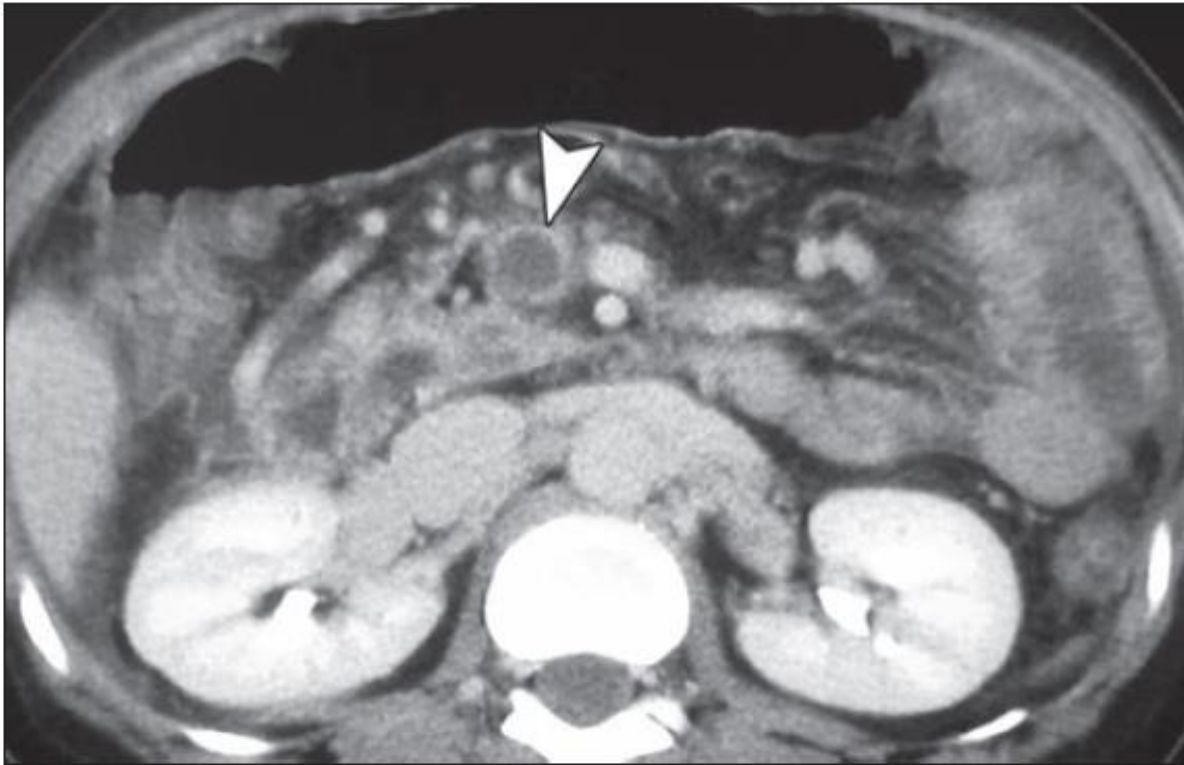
Contrast-enhanced CT image in 40-year-old man (same patient as Fig. 2) with superior mesenteric vein thrombosis shows defect in superior mesenteric vein (*arrowhead*). Distal branches of vein are engorged.
